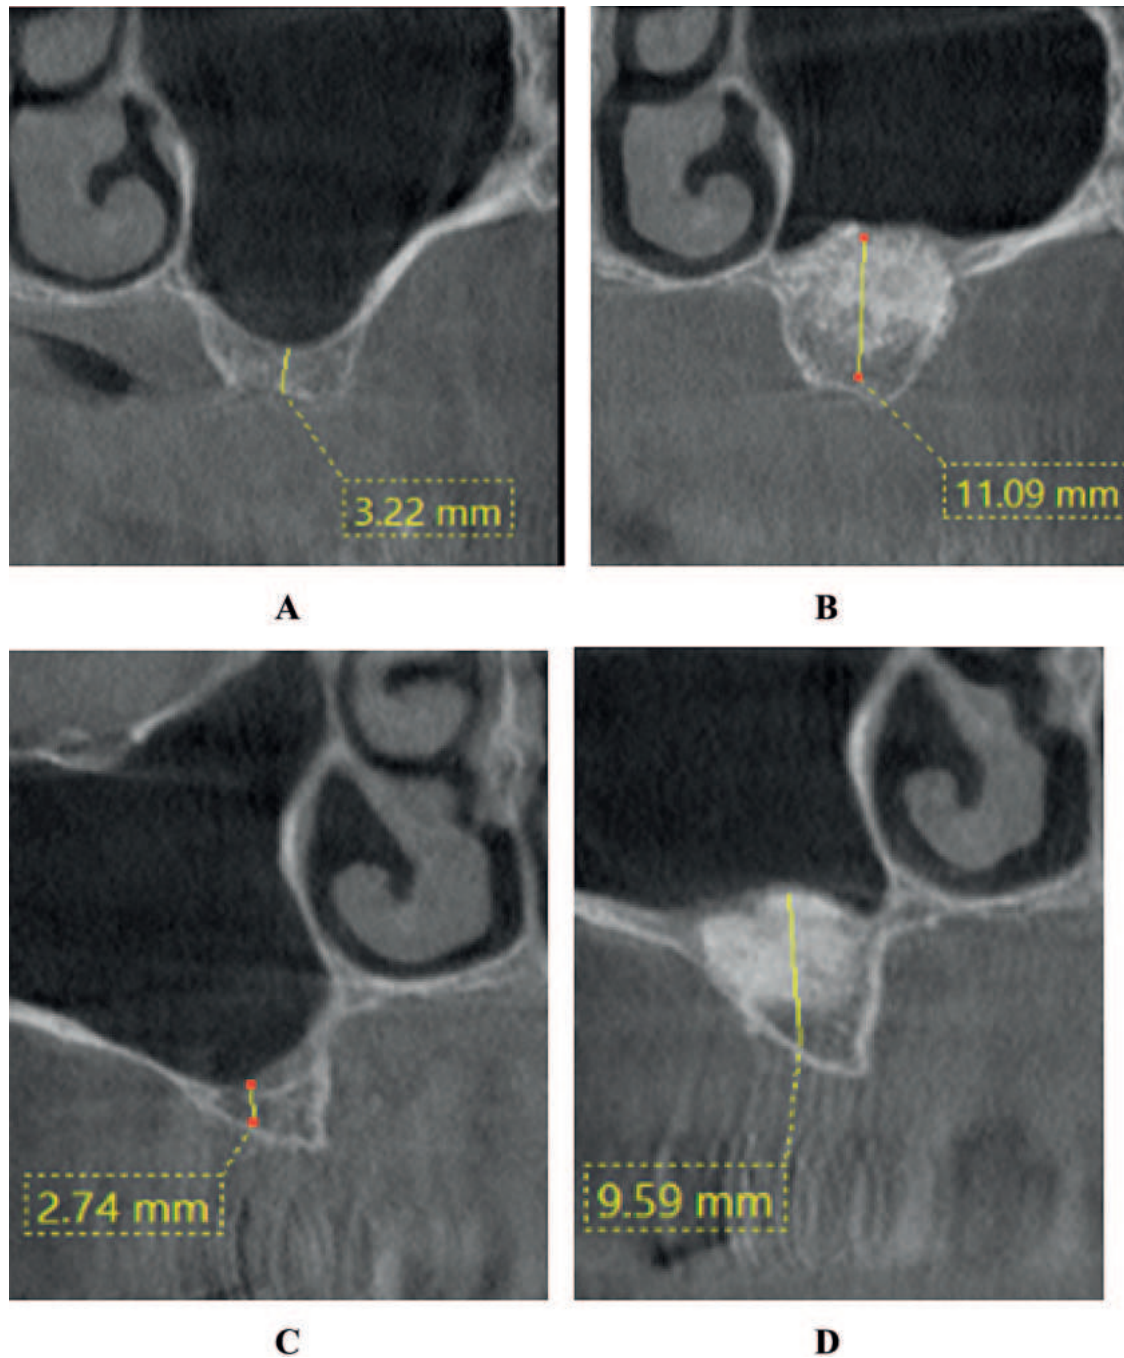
Transverse reconstruction (cone-beam computed tomography): A – Group I (preoperative condition); B – Group I (6 months after surgical intervention); C – Group II (preoperative condition); D – Group II (6 months after surgical intervention).
